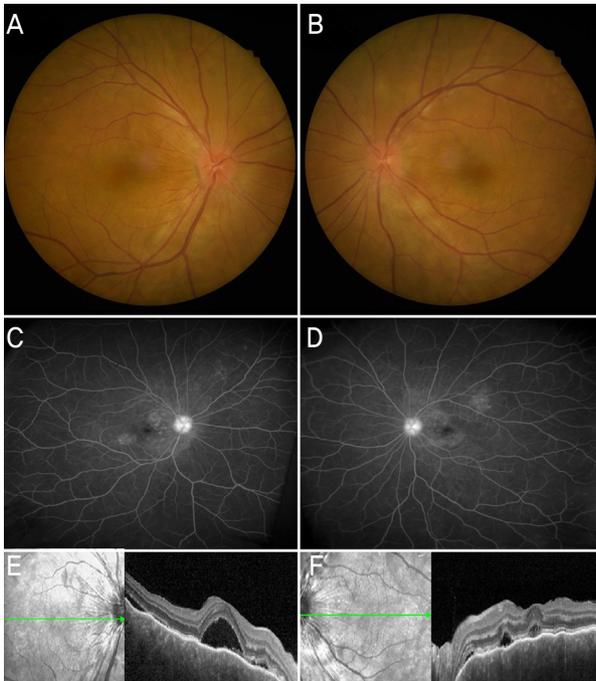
Initial fundus examinations using multimodal imaging. Fundus photography showed optic disc swelling with choroidal folds at the posterior poles in right and left eyes (A, B). Fluorescein angiography showed vascular leakages and pooling in the late stage of right and left eyes (C, D). Multiple serous retinal detachments with choroidal folds were noted in optical coherence tomography images of right and left eyes (E, F).
